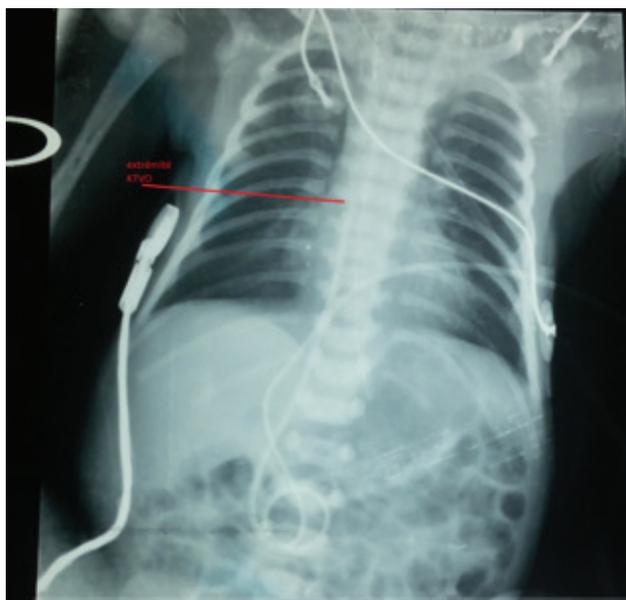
Position intracardiaque du cathéter veineux central sur la radiographie du thorax.
